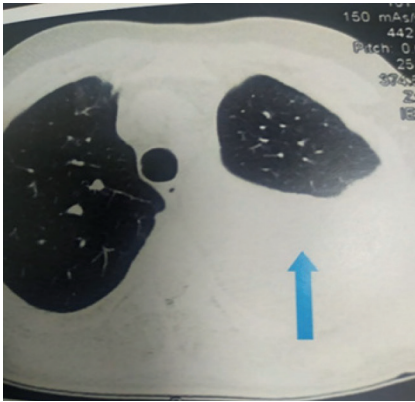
Гемоторакс: КТ-зображення.
